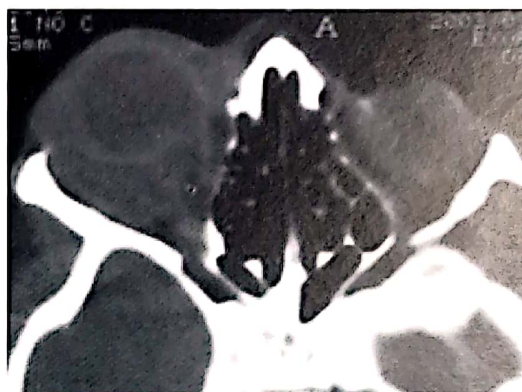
M.D., 4 ani. CT axial fără contrast. Limfangiom orbita anterioară și medie, orbita dreaptă. Tumoră neomogenă, izodensă orbita anterioară, intra- și extraconal.
